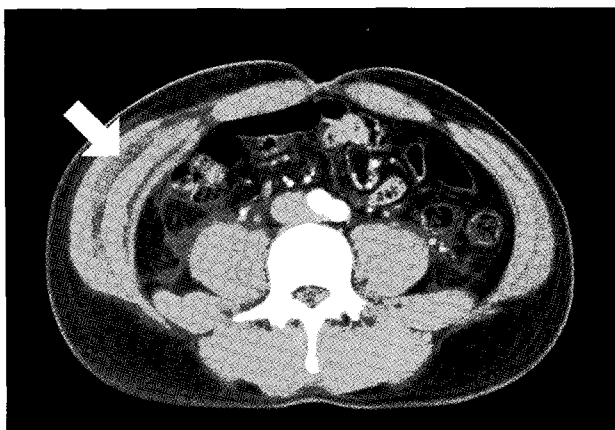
Abdominal computed tomography shows swelling and hematoma around the right oblique muscle after intramuscular injection with a small quantity of paraquat.
